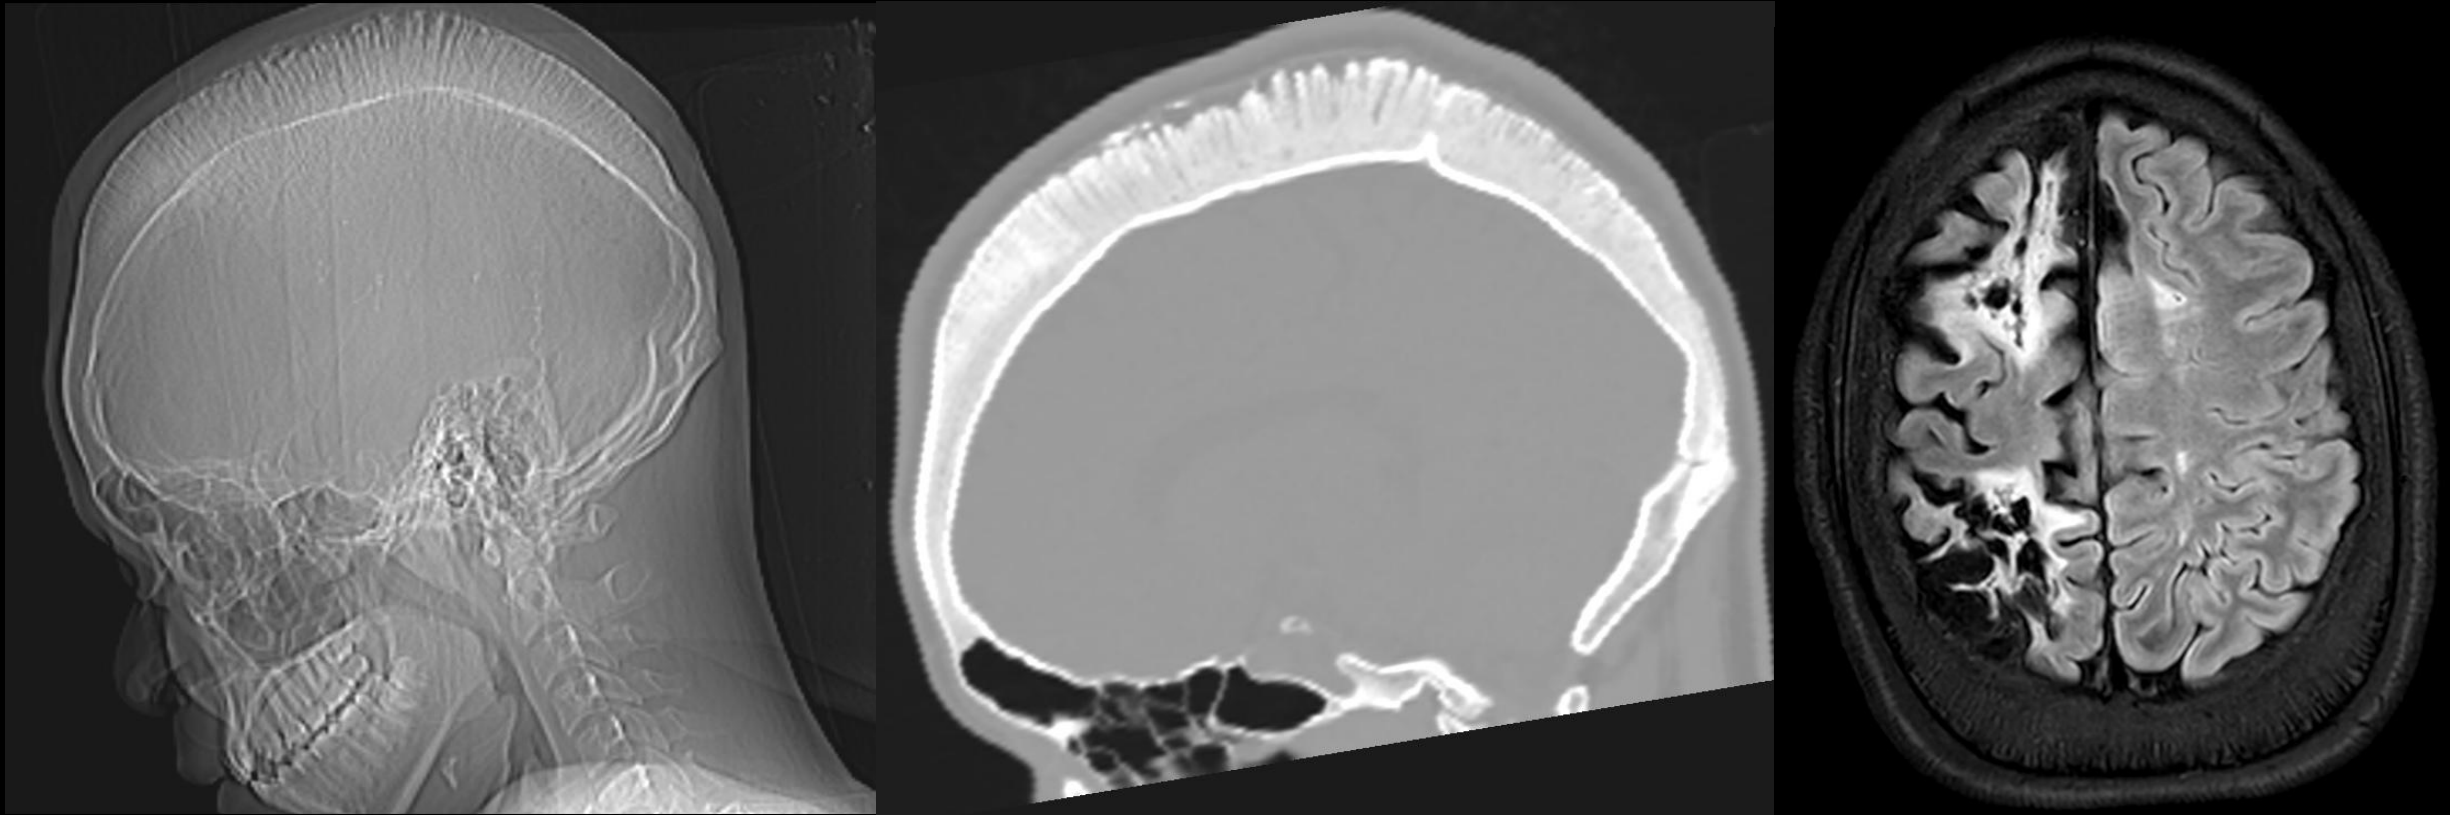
Cráneo en cepillo en paciente de 16 años. Escanograma y TC sagital con ventana ósea donde se visualiza trabeculación vertical prominente de la calota. RM FLAIR axial donde se aprecia engrosamiento e hipointensidad de señal del diploe craneal y extensas áreas de encefalomalacia quística frontales y parietales derechas secundarias a accidente cerebrovascular en contexto de crisis vasooclusiva.
